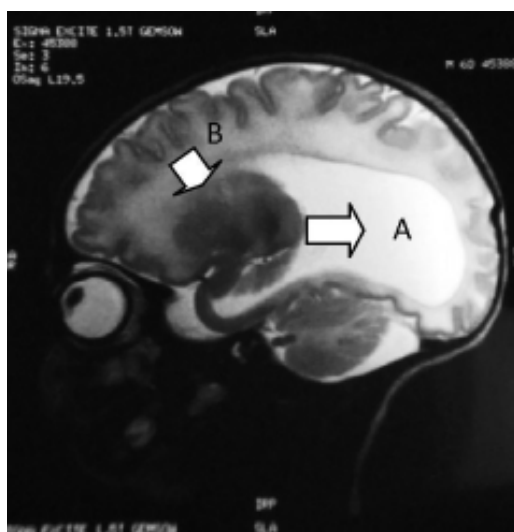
IRM (Fase 2) prenatal, con dilatación ventricular.
